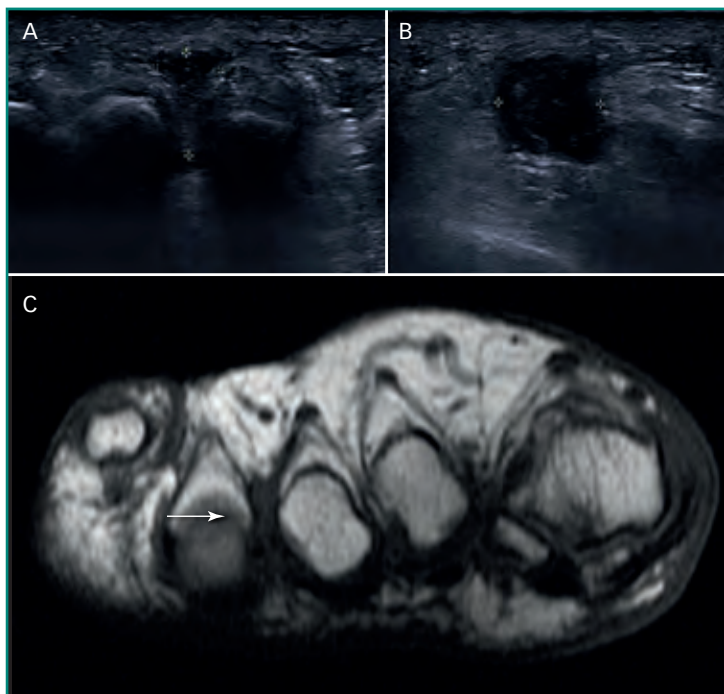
Neuroma de Morton en el 3.º espacio intermetatarsiano en ecografía (A y B) y en RM (flecha en C).
